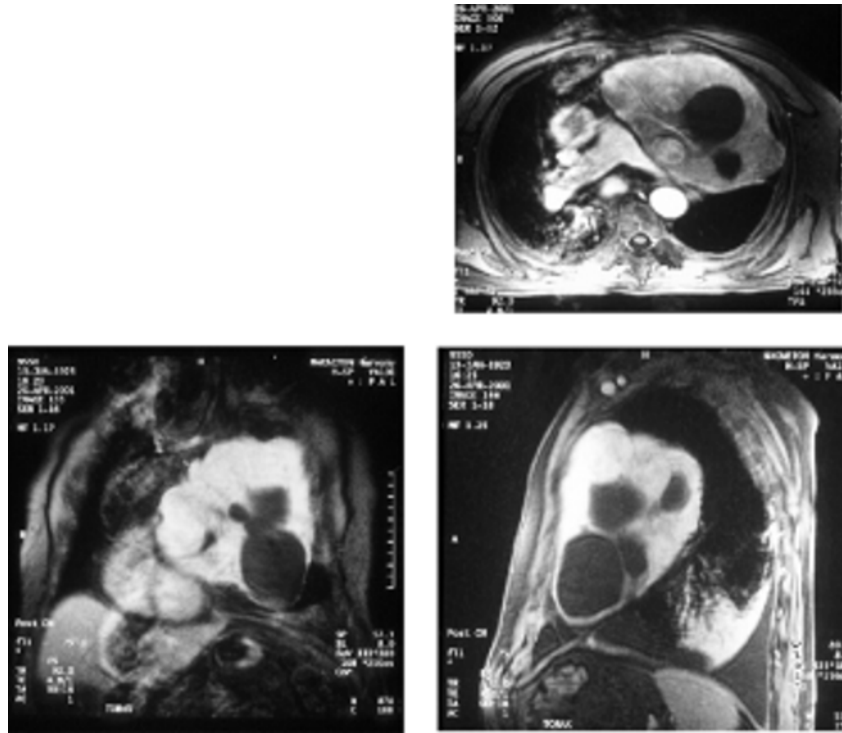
Ressonância magnética de tumor gigante do mediastino anterior (Schwanoma).
